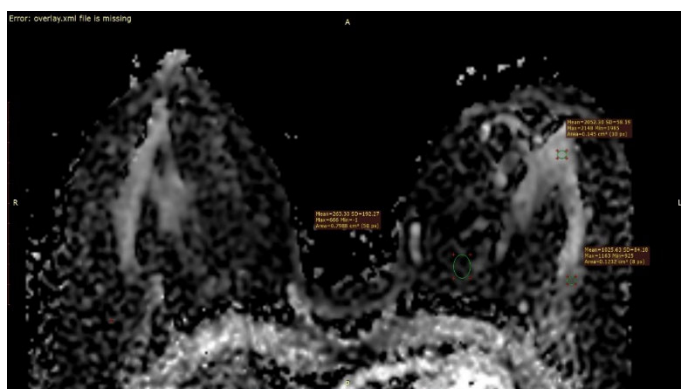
МРТ МЖ. ADC-карта ( $10^{-6} \text{ mm}^2/\text{с}$ ), аксиальная плоскость, с измеренными показателями коэффициентов диффузии (ИКД). Патологический участок в верхненаружном квадранте левой МЖ имеет низкое значение ИКД –  $1025,63 \times 10^{-6} \text{ мм}^2/\text{с}$ , чем ИКД неизменной железисто-фиброзной ткани левой МЖ –  $2052,30 \times 10^{-6} \text{ мм}^2/\text{с}$ . ИКД жировой ткани левой МЖ –  $263,3 \times 10^{-6} \text{ мм}^2/\text{с}$  (соответствует нормальным значениям)
